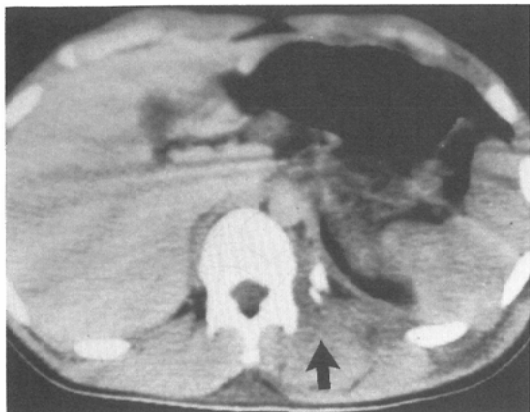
On the CT scan at the 12th thoracic vertebra, there is neck fracture of the left 12th rib and separation of the left costovertebral joint. The retrocrural hematoma is also demonstrated on the left side.
